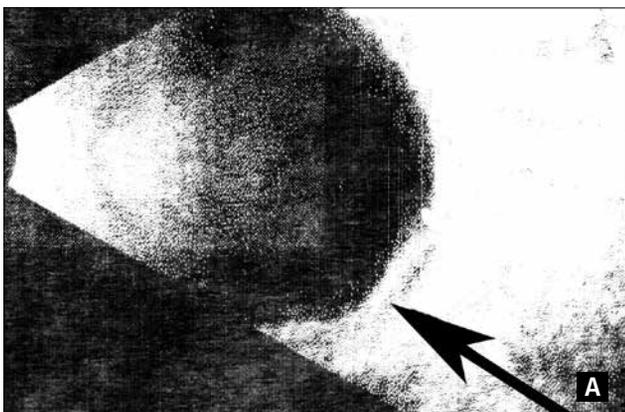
УЗИ-снимок пациентки С., отслойка сосудистой оболочки (стрелки): А — правого глаза 1,23 мм; Б — левого глаза 1,51 мм
